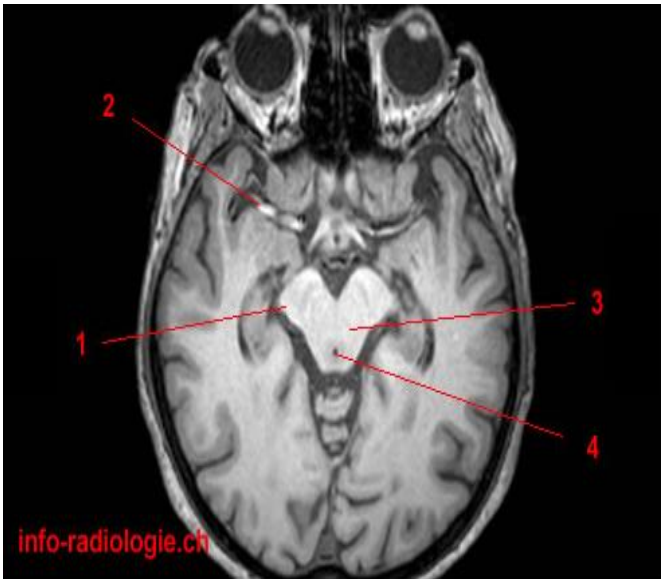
Anatomie IRM du cerveau, coupe axiale, T1.1, Pédoncule cérébral. 2, Artère cérébrale moyenne. 3, Mésencéphale. 4, Aqueduc cérébral.
